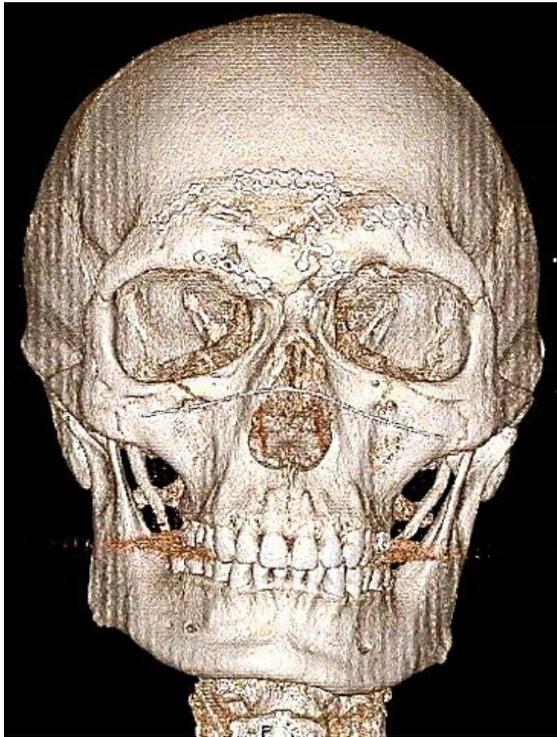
TDM postopératoire après ROFI d'une fracture comminutive du sinus frontal
